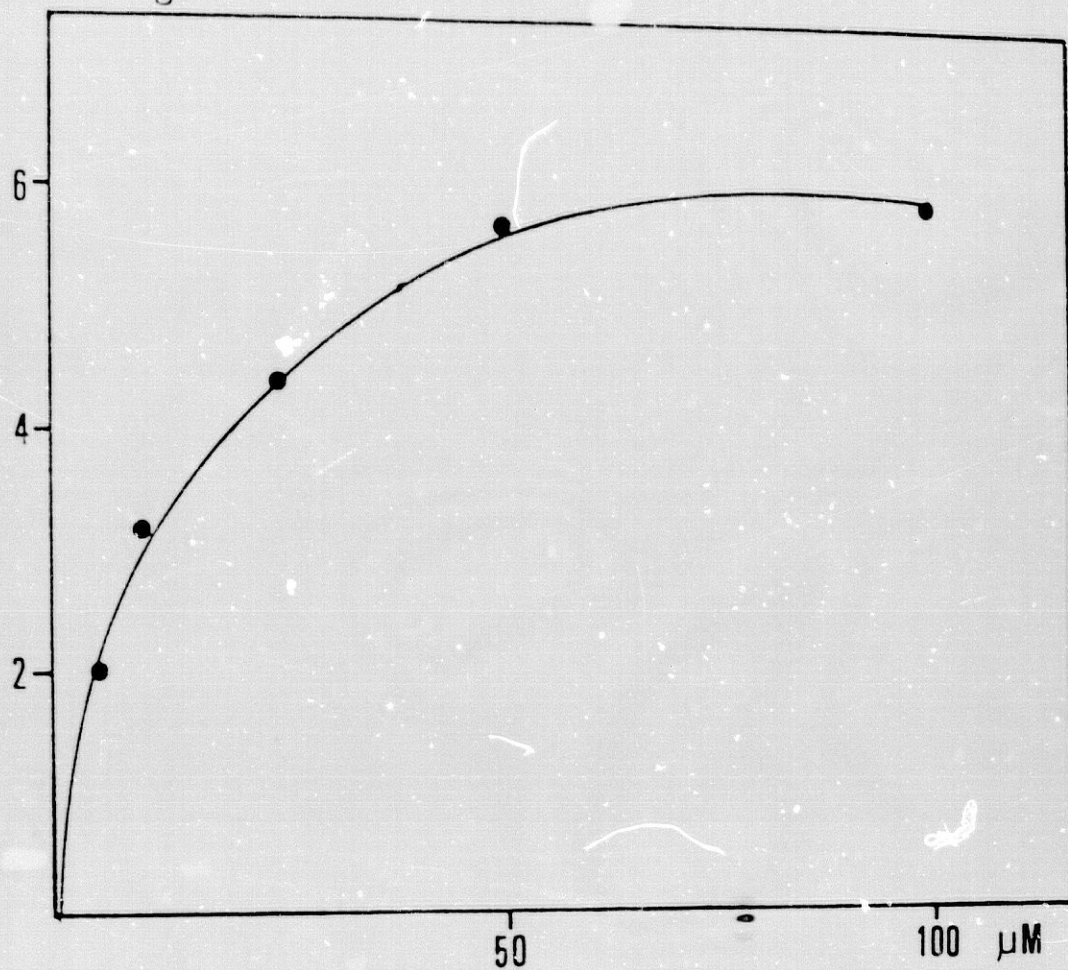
VARIACION DE LA FORMACION DE DHT RESPECTO DE LA CONCENTRACION DE ³H-T EN CUERO CABELLUDO ALOPECICO. 0.2 mg DE PROTEINAS INCUBADOS A 37°C DURANTE 30 MINUTOS CON DISTINTAS CONCENTRACIONES DE ³H-T. LA ACTIVIDAD SE EXPRESA EN nMOL DE DHT FORMADA / mg DE PROTEINA / HORA.
